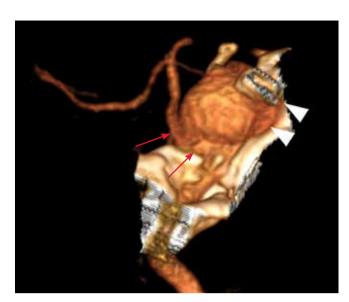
Дооперационная мультиспиральная компьютерная томография сосудов: крупных размеров аневризма (треугольники) расположена на примитивной тригеминальной артерии (стрелки)
